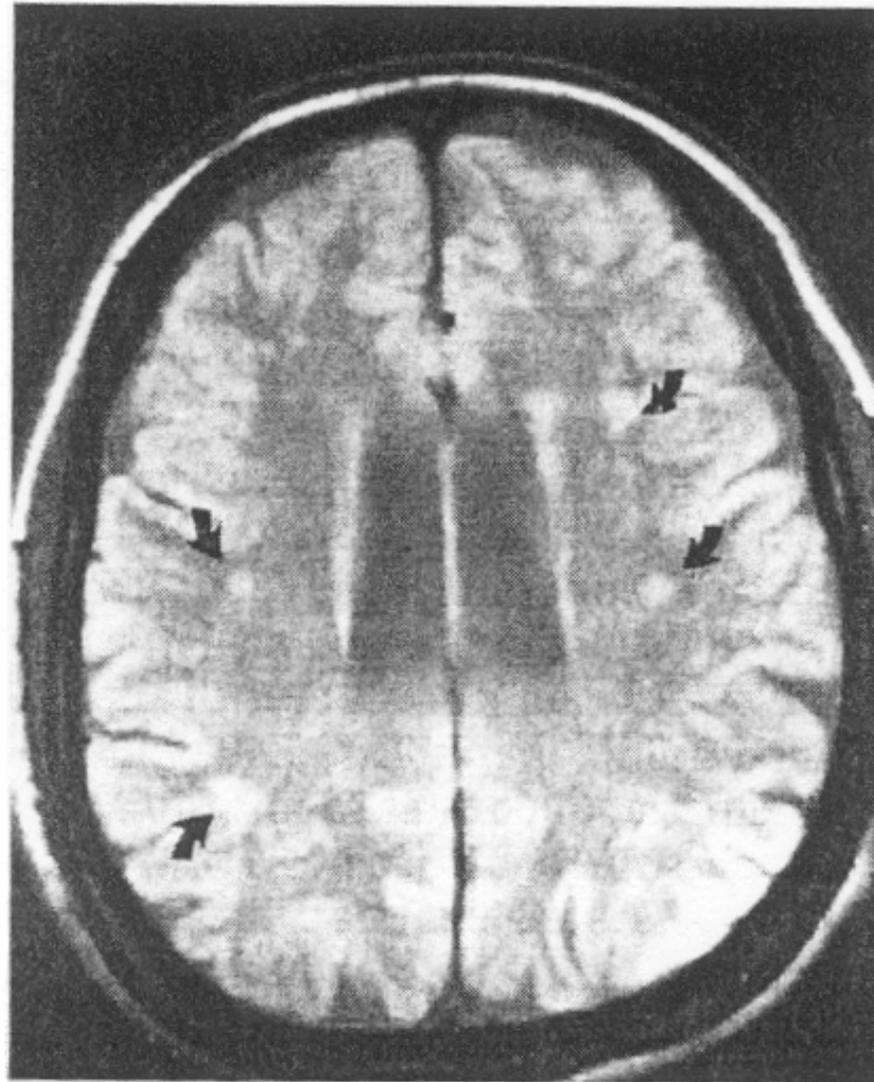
RM, sezione assiale T2 pesata: numerose aree di intensità di segnale nella sostanza bianca bilateralmente (freccie).
